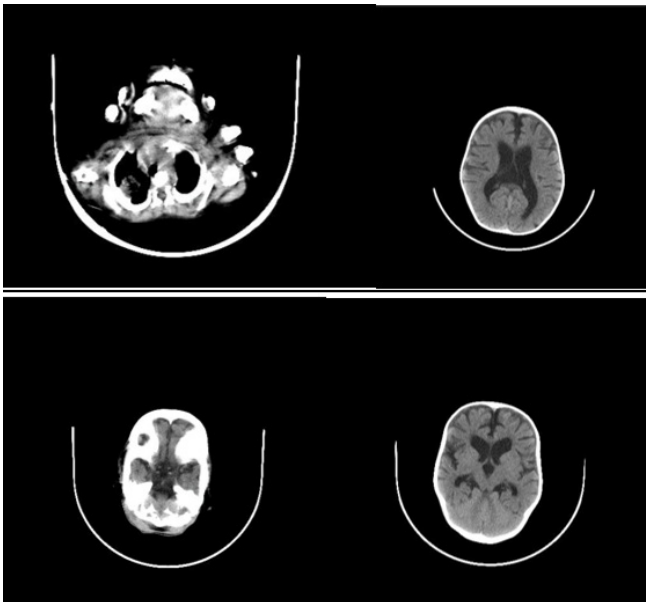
TAC de cráneo simple. Se evidencia ventriculomegalia supratentorial simétrica asociada a tenue hipodensidad periventricular.
